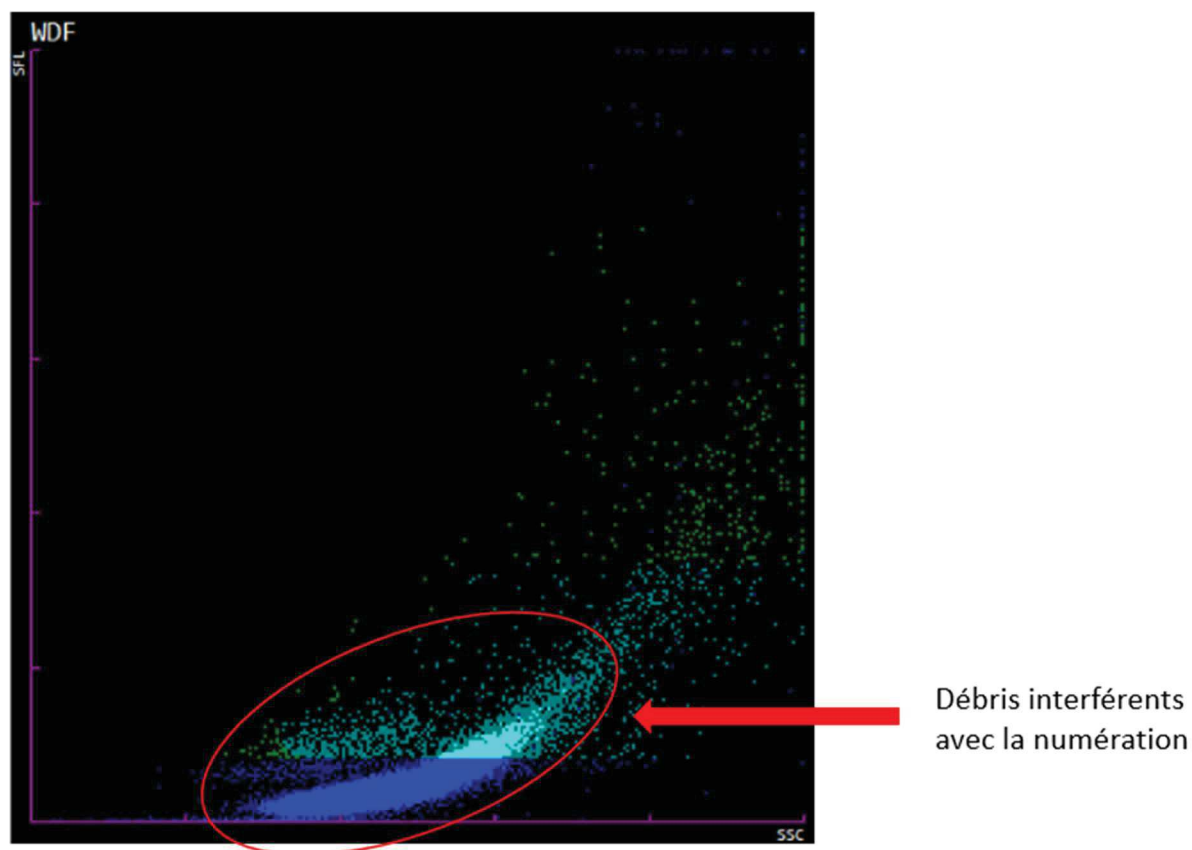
Interférence automate de la numération des TC par des débris cellulaires
